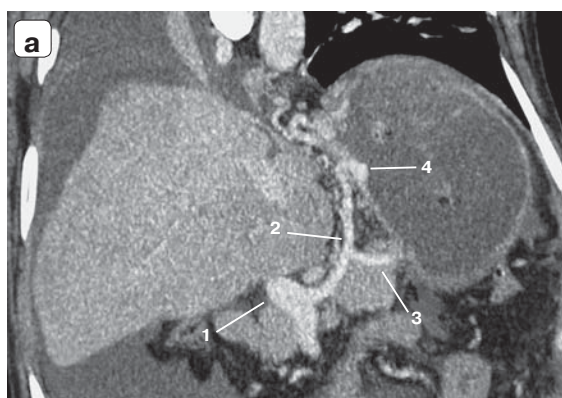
Компьютерные томограммы. ВРВ желудка, МIP-реконструкция в косо-фронтальной проекции: а – стандартный формат изображения; б – фрагмент предыдущего изображения, увеличенный в 2 раза, диаметр вены 5,81 мм, степень protrusion вены в просвет желудка 2,9 мм. 1 – воротная вена; 2 – левая желудочная (венечная) вена; 3 – задняя желудочная вена; 4 – подслизистая вена по малой кривизне желудка.
